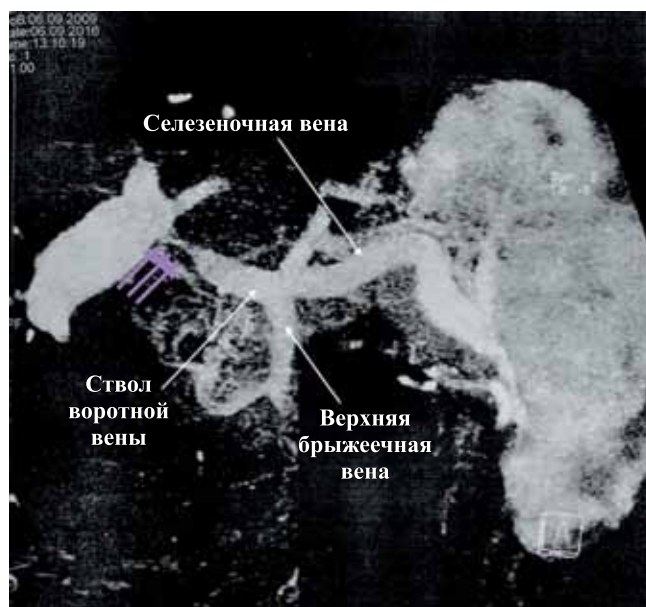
МСКТ с внутривенным контрастированием, 3D-реконструкция. Фиолетовыми стрелками обозначено место стеноза воротной вены
